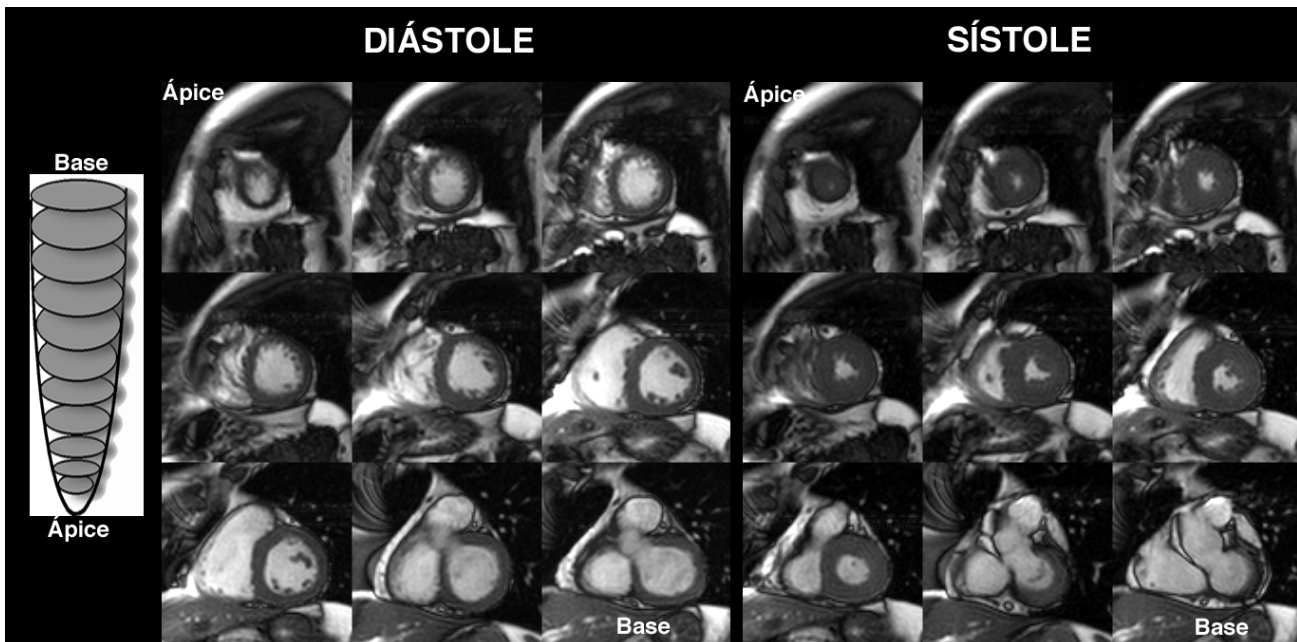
Exemplo de técnica de cine-ressonância, mostrando imagens de eixo curto do ventrículo esquerdo em diástole e sístole. Observe a cobertura completa do ventrículo esquerdo do ápice à base, permitindo o cálculo preciso dos volumes e da fração de ejeção.
